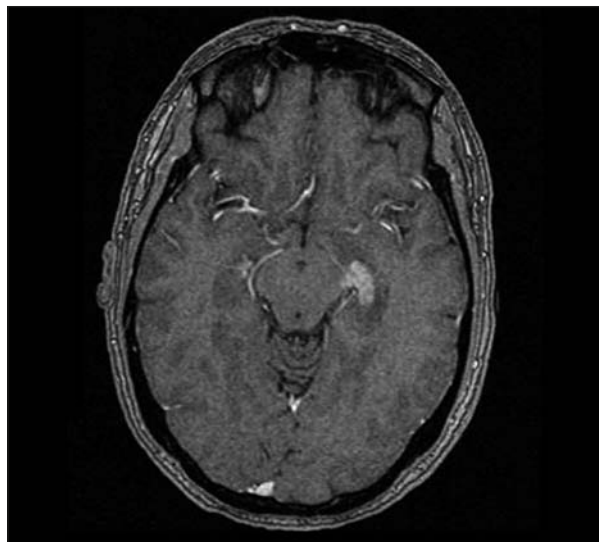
Resonancia magnética nuclear: metástasis cerebral linfomatosa.
